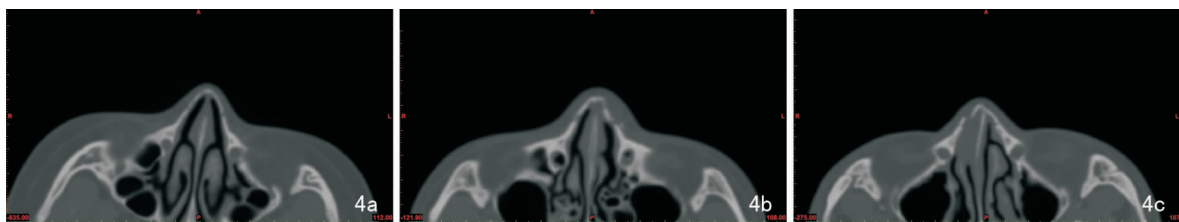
患者术后CT影像学检查 4a:术后疗效“极好”;4b:术后疗效“好”;4c:术后疗效“一般”
